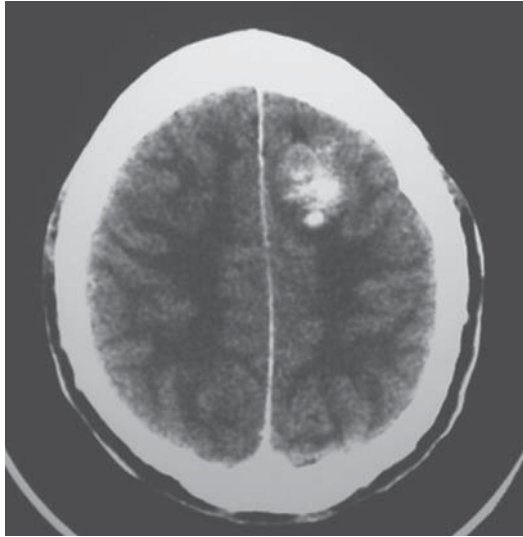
Oligodendroglioma. TC de lesión expansiva intraaxial frontal izquierda con zonas de alta densidad por calcificación en su interior.
